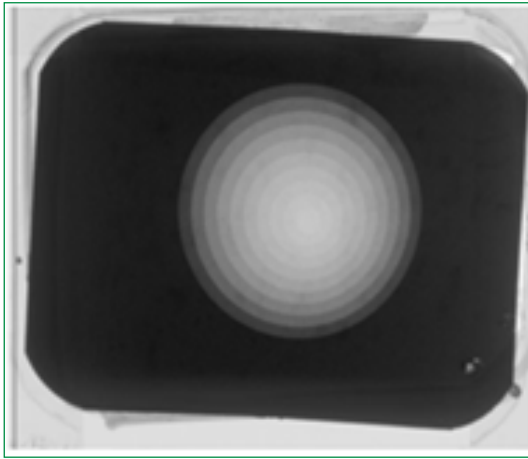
Radiografia da cunha.
